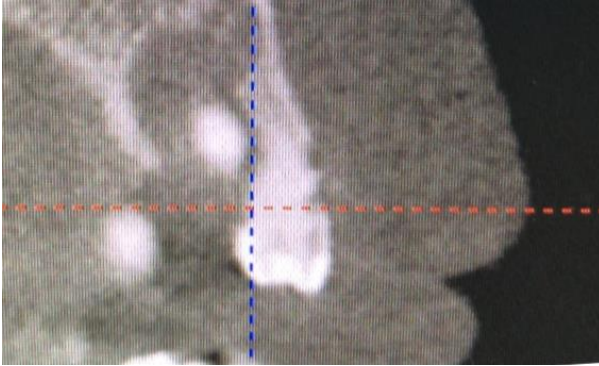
Corte sagital da tomografia demonstrando a fratura oblíqua da raiz do dente 12, na parede vestibular próxima à cervical.
